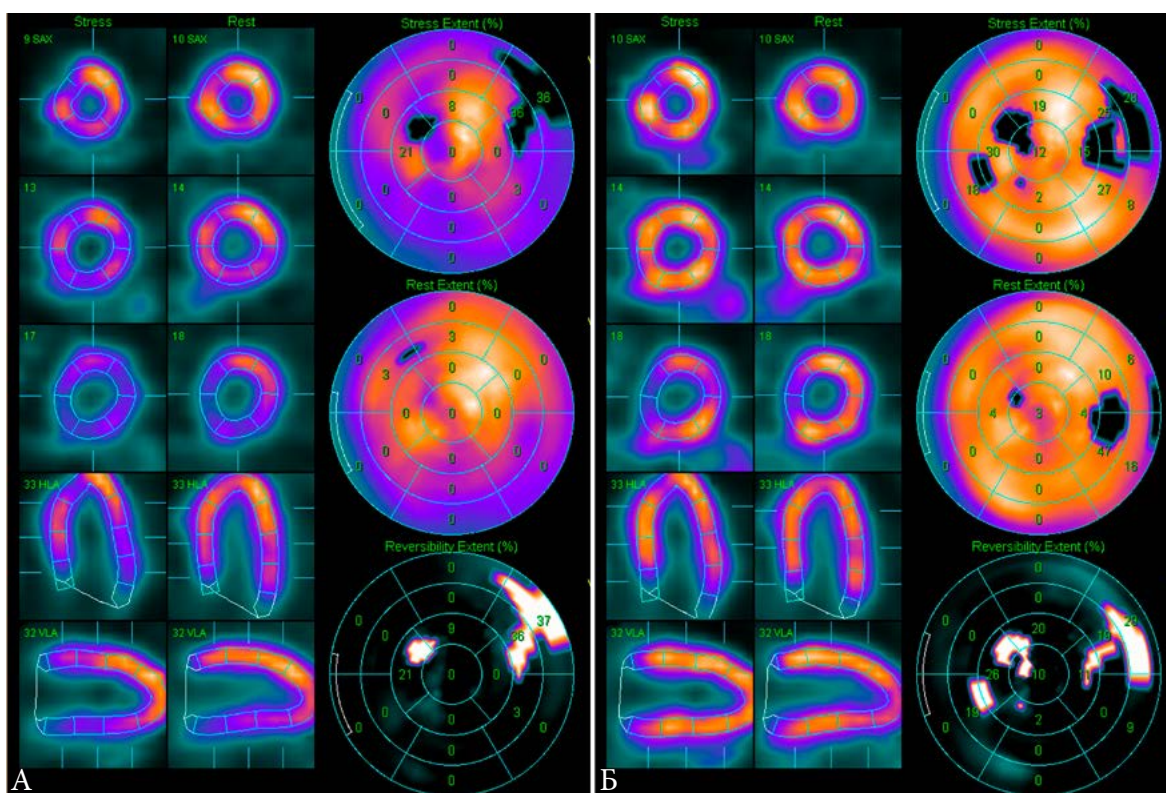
Данные перфузионной ОЭКТ миокарда в режиме «Extent» у пациента 3. с подозрением на крупноочаговый ПИКС нижней локализации. А. пАС-изображения, не позволяющие достоверно интерпретировать тяжесть стабильных дефектов перфузии. SRS=0, SSS=6, SDS=6. Б. АС-изображения – крупноочаговых дефектов перфузии не выявлено, признаки мелкоочагового фиброза миокарда, начальной проходящей ишемии миокарда. SRS=3, SSS=5, SDS=4. При этом локализация и площадь проходящей ишемии на пАС- и АС-изображениях практически идентичны. Данное исследование – типичный пример из ГВР 4 +
